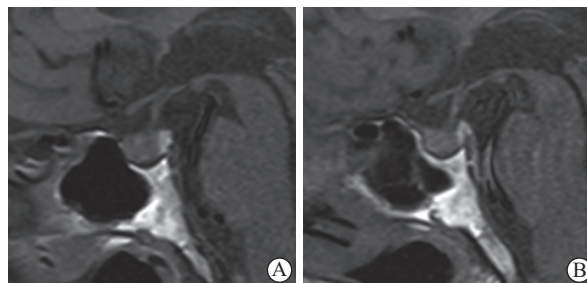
ICI 相关垂体炎患者垂体 MRI 表现
